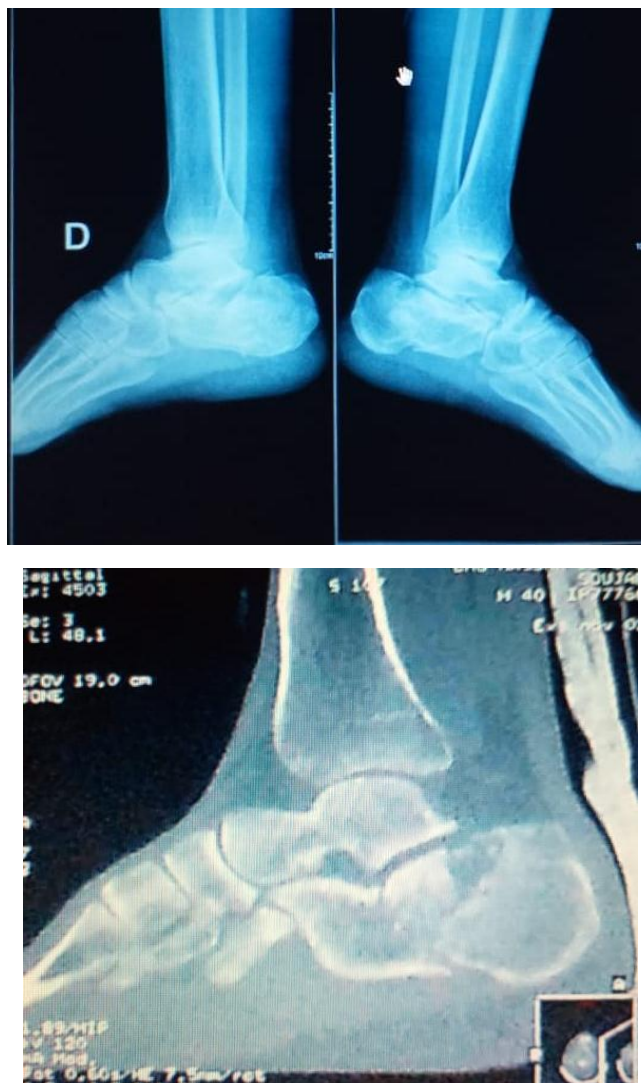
Radiographie de contrôle en post opératoire(Hôpital Hassan II de Fès)
